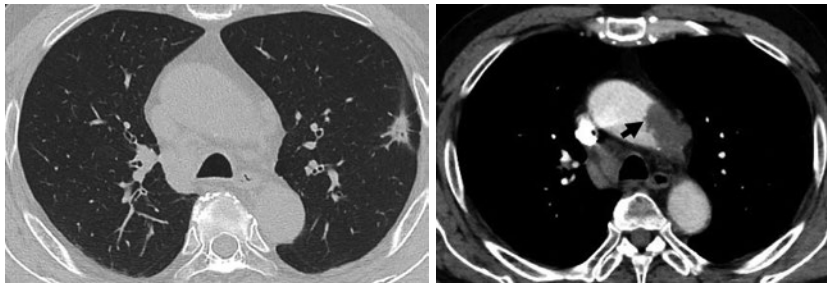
抗がん剤1コース終了後の胸部造影CT. 原発巣と肺門縦隔リンパ節の縮小が観察されたが、大動脈弓部に辺縁不整な30×15 mm大の血管内病変(矢印)が出現していた。
